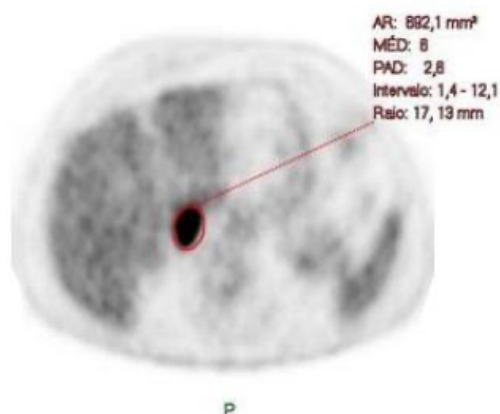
Exemplo de corte axial ilustrando a área de definição da ROI para avaliação do SUV.
